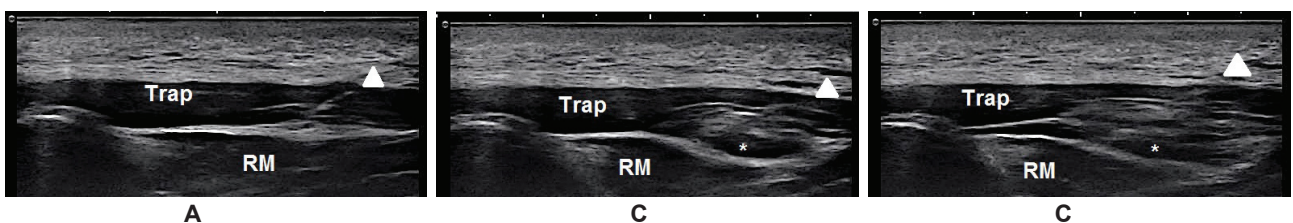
Ultrasonography shows fascial plane between trapezius (Tr) and rhomboid major (RM) during the injection (* = normal saline, triangle = needle)
